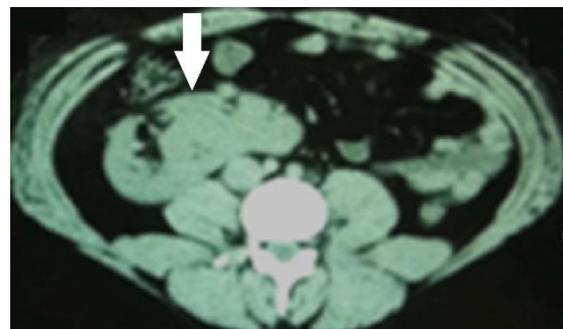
Tomografia computadorizada sem contraste no corte axial demonstrando ectopia renal cruzada à direita (seta branca).
